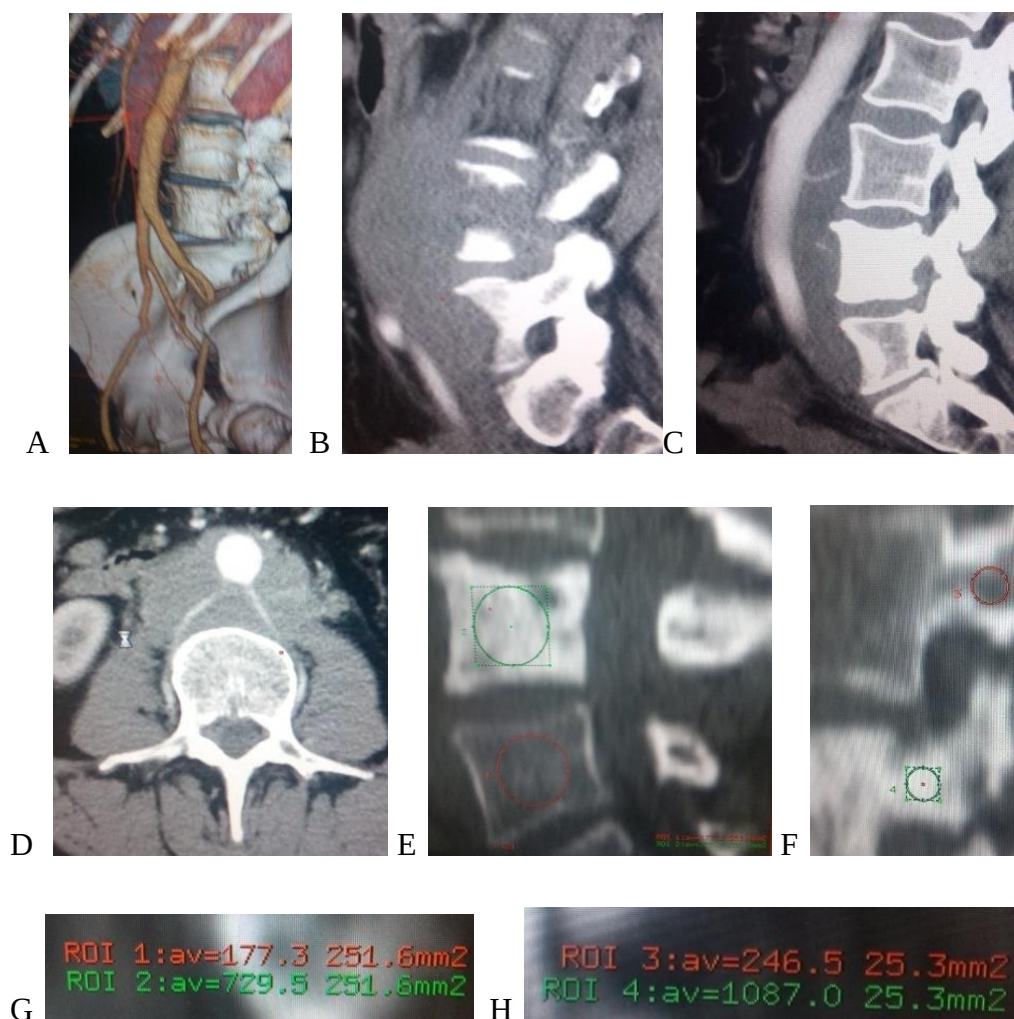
CT coloanei vertebrale lombare cu contrast A, B, C, D, E, F, G, H. A– imagini sagitale de contrastare a vaselor magistrale fără semne de obstrucție a lor; B, C– imagini sagitale ale coloanei vertebrale, proces tumoral al corpului L4 cu sclerozarea lui, invadarea canalului vertebral și paravertebral, cu efect compresiv asupra vaselor magistrale abdominale și retro peritoneale; D– imagini axiale– vascularizarea bogată a procesului tumoral prin artere magistrale din aorta abdominală; E, F– osteocondensare a corpului vertebral L4 și a pediculelor L4 bilaterale; G, H– calcularea imagistică a nivelului de osteocondensare la nivelul corpului vertebral afectat și pediculilor, comparativ cu corpul vertebral și pediculul adiacent.
